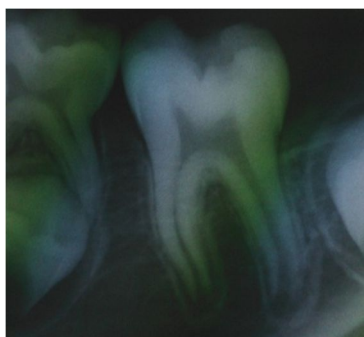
Рентгенологическая картина до начала лечения
